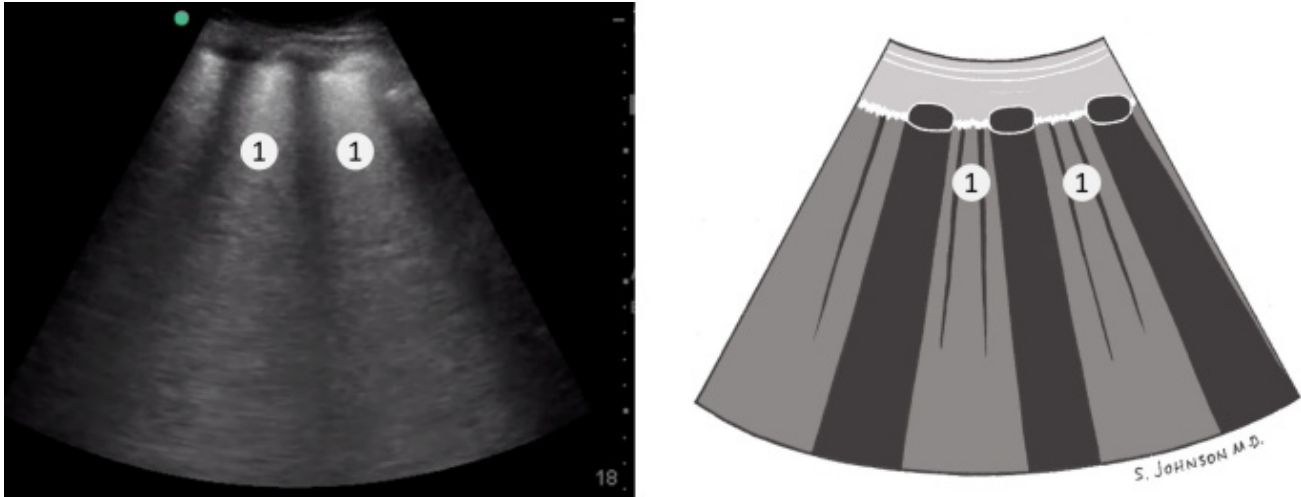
Una ecografía y la ilustración correspondiente de un pulmón con líneas B y una línea pleural irregular y engrosada.
